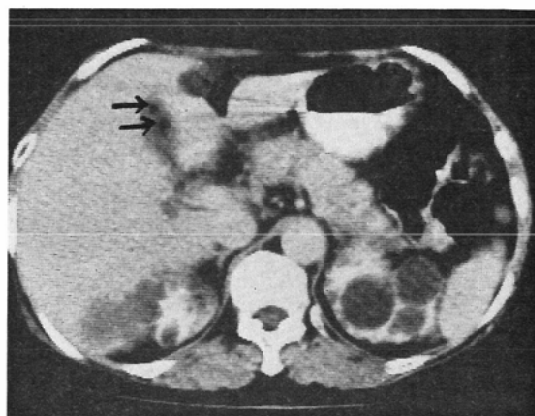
Case 4 Abdominal CT. There are multiple cysts in the liver and kidneys representing polycystic disease. Incidentally noted are two small low density areas in the gallbladder.
